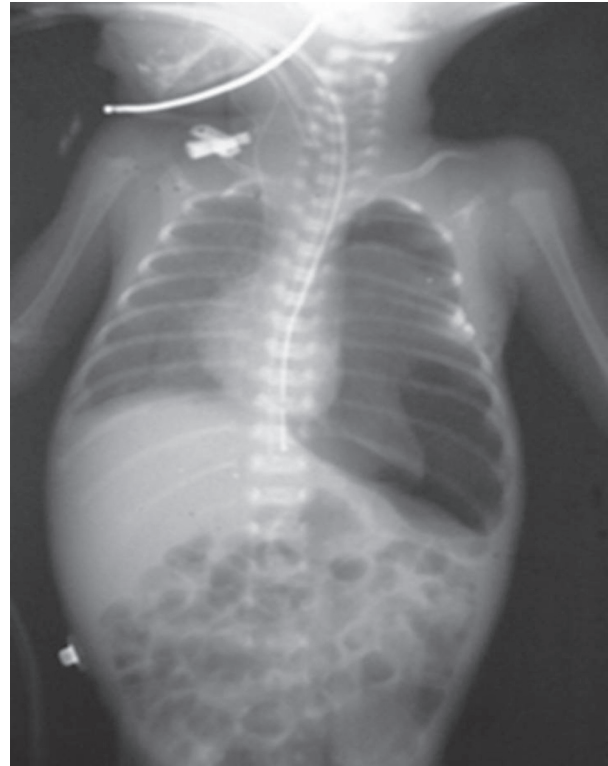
Radiografía que muestra neumotórax.
